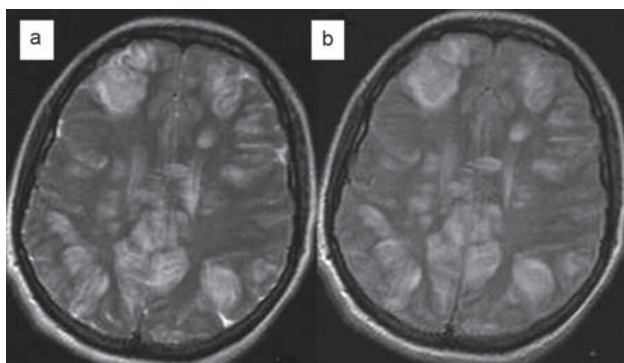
Imágenes atípicas por resonancia magnética en secuencia T2 (a) y FLAIR (b) de síndrome encefalopatía reversible posterior.
